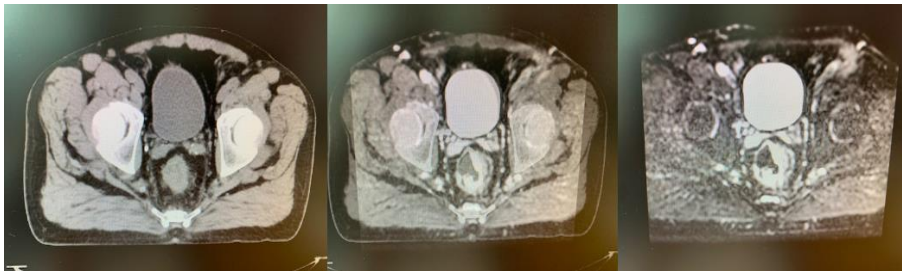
Combinación de RMN y TAC de planificación. (Elaboración propia).
